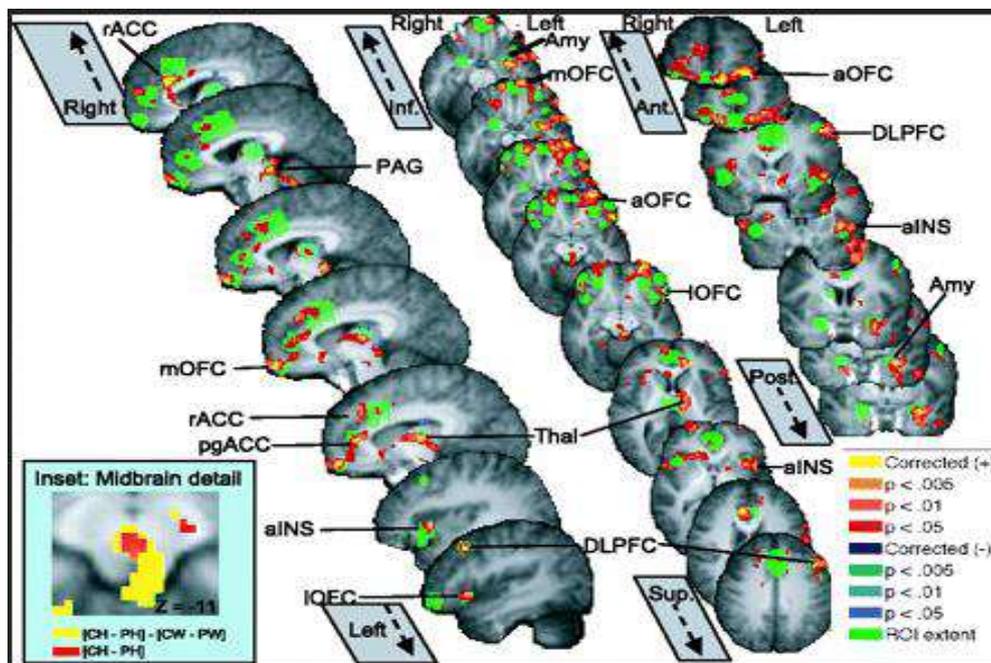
Images d'IRM montrant les nombreuses régions d'intérêt activées au cours d'un effet placebo analgésique(180)
